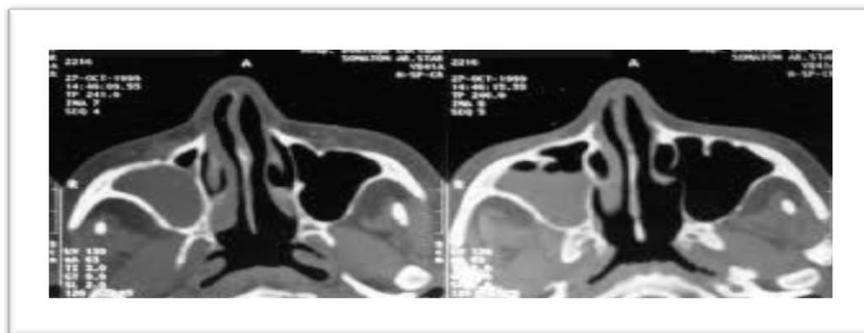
Tomografía computarizada¹³
